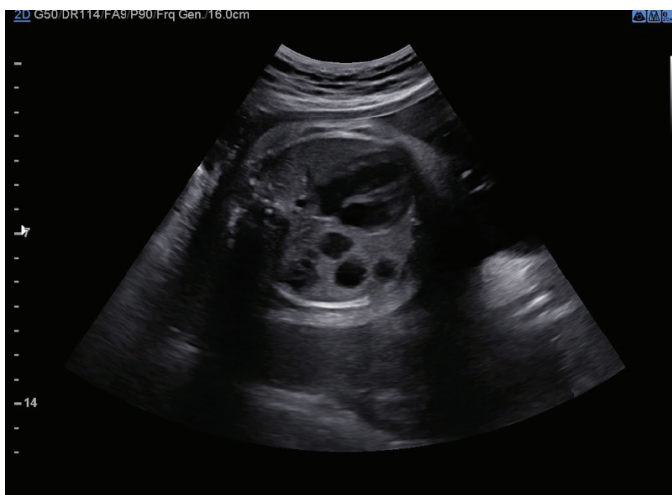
Ultrasonographic image of congenital pulmonary airway malformation type 1 located in the fetal right lung
